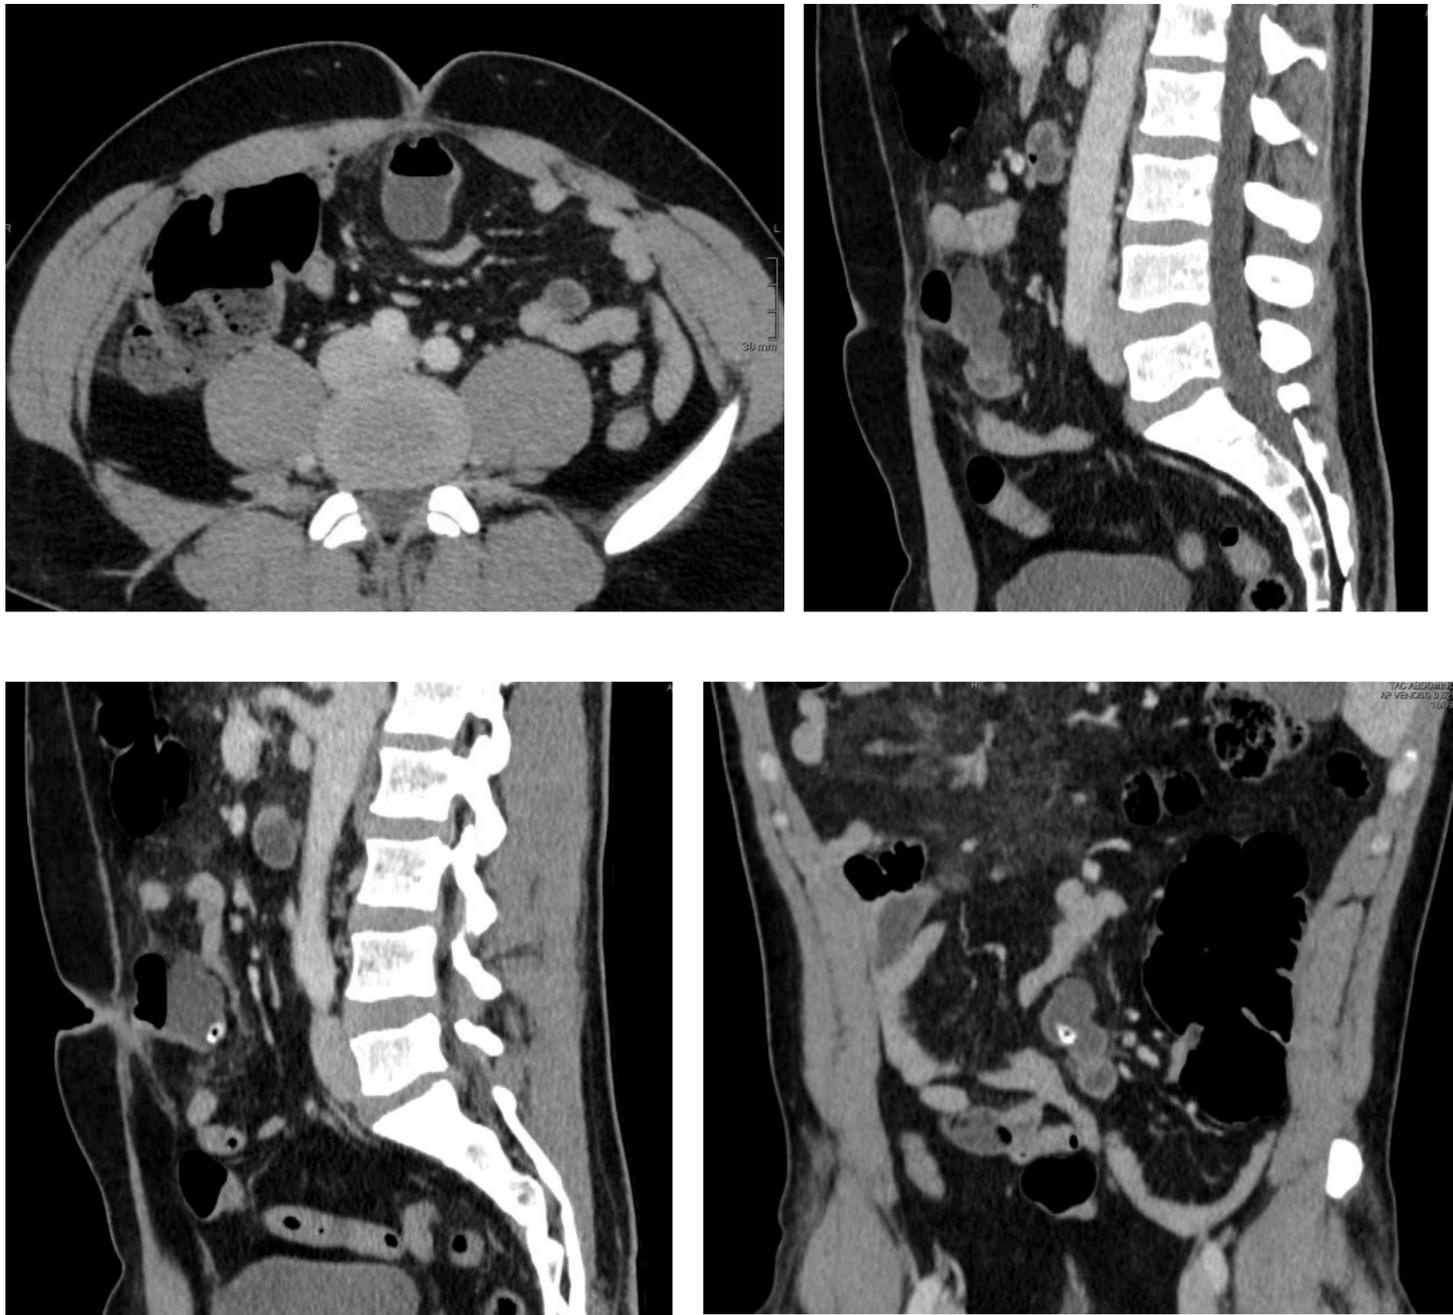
TAC AP tras administración de CIV cortes axial, sagital y coronal: Lesión hipodensa con aire y enterolito en su interior en localización retroumbilical, que comunica con asa de íleon y presencia de cambios inflamatorios asociados. Hallazgos compatibles con diverticulitis aguda.
